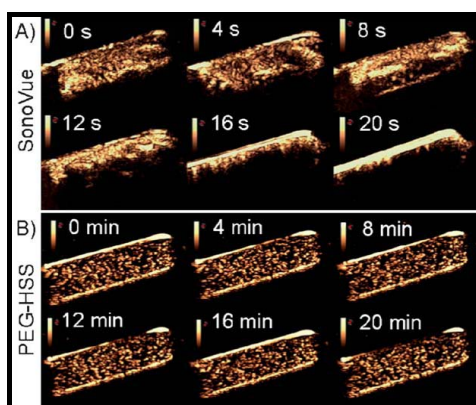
In vitro* ultrasound images of SonoVue and PEG-HSS in physiological saline solution recorded at different imaging times<sup>[29]</sup>
